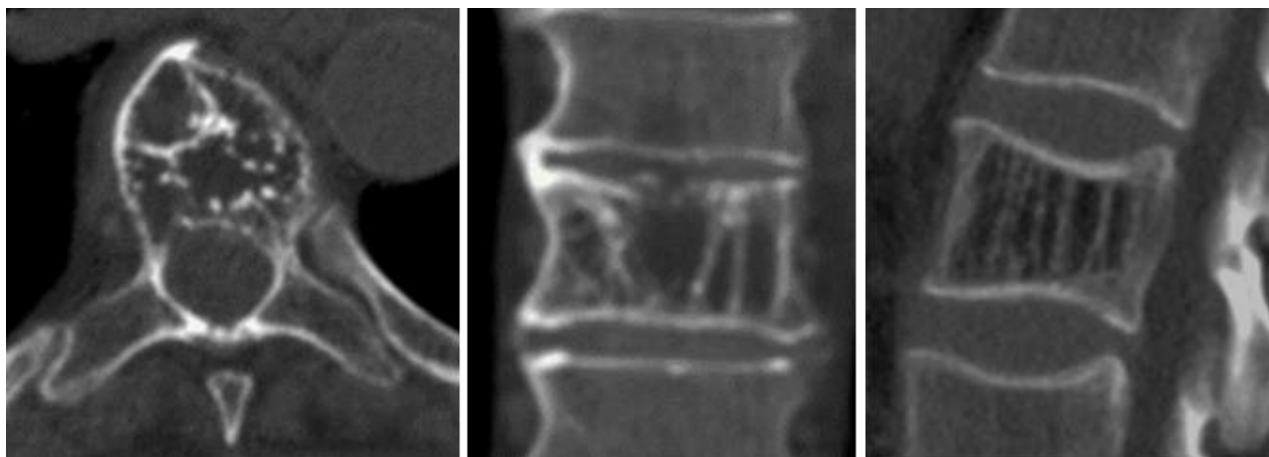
КТ-сканы гемангиомы Th9 позвонка
